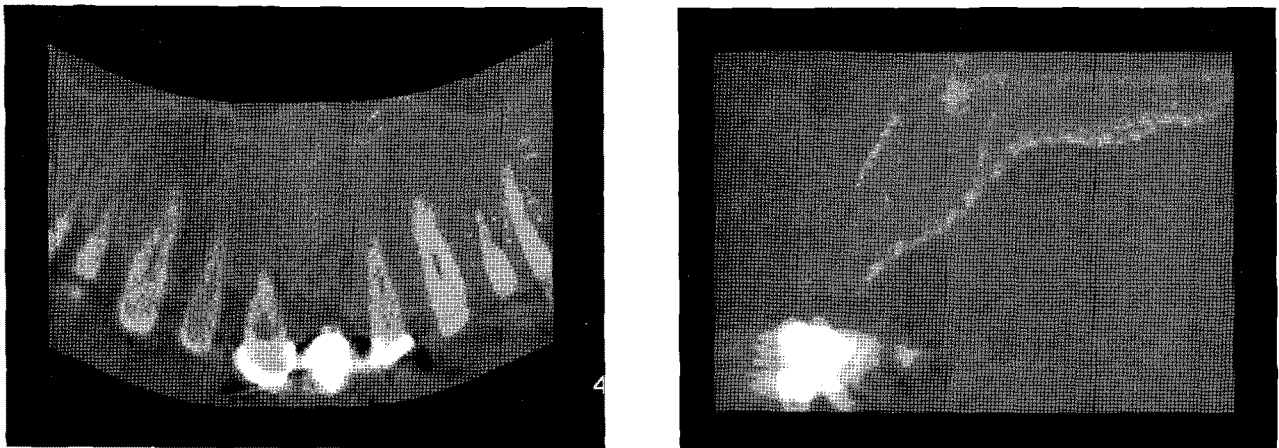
In CBCT, erosion of buccal cortical plate is observed.
